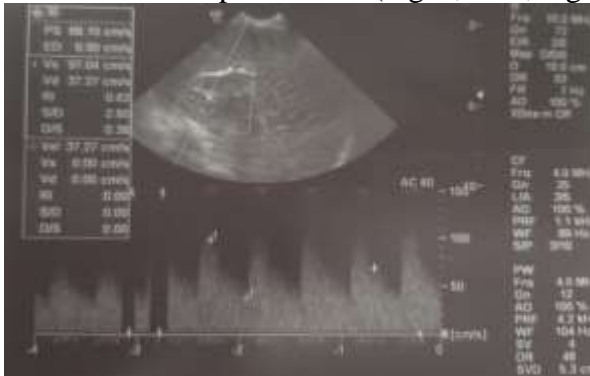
Ecografie la 2 zile după internare
